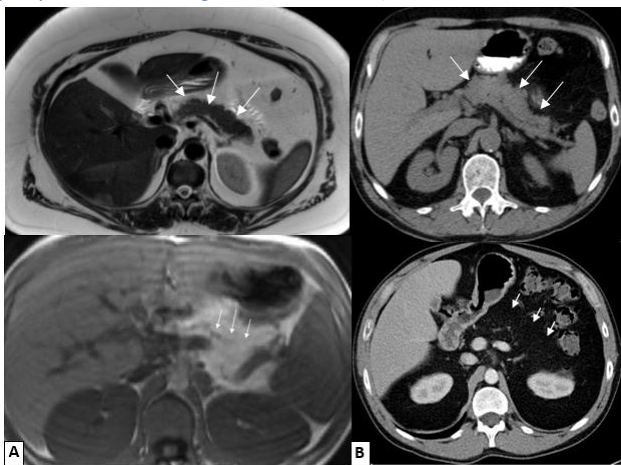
Imagens axiais do abdômen por RM (à esq.) e TC (à drt.), com visualização do pâncreas, as quais evidenciam algumas diferenças imagiológicas entre indivíduos saudáveis (em cima)⁵ e doentes com FQ (em baixo)^{4,6}. (A) Imagem de RM de uma jovem de 18 anos de idade, com FQ, ponderada em T1 sem supressão de gordura⁶. O pâncreas (setas brancas) mostra sinais de ser completamente substituído por tecido adiposo. (B) Imagem de TC, com contraste endovenoso, com a mesma relação, na qual se visualiza o pâncreas substituído por tecido adiposo⁴.
